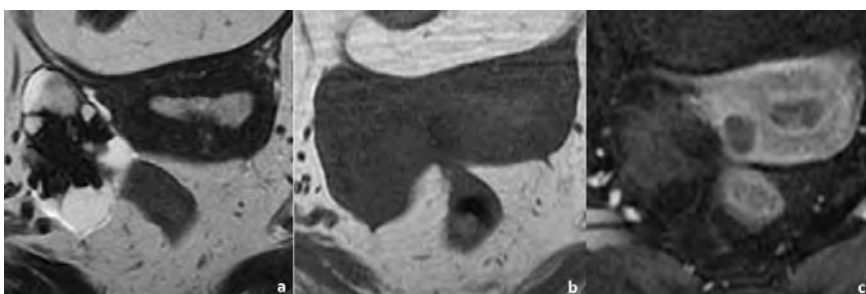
Mulher de 85 anos com cistadenofibroma do ovário direito. A RM pélvica para caracterização da lesão, com sequências axiais ponderadas em T2 (a), T1 (b) e T1 com supressão de gordura após administração de gadolínio (c) demonstra tumor misto, com componente sólido com marcado hipossinal em T2 (a), igualmente hipointenso em T1 (b) e com captação ligeira de contraste (c), compatível com cistadenofibroma do ovário.
